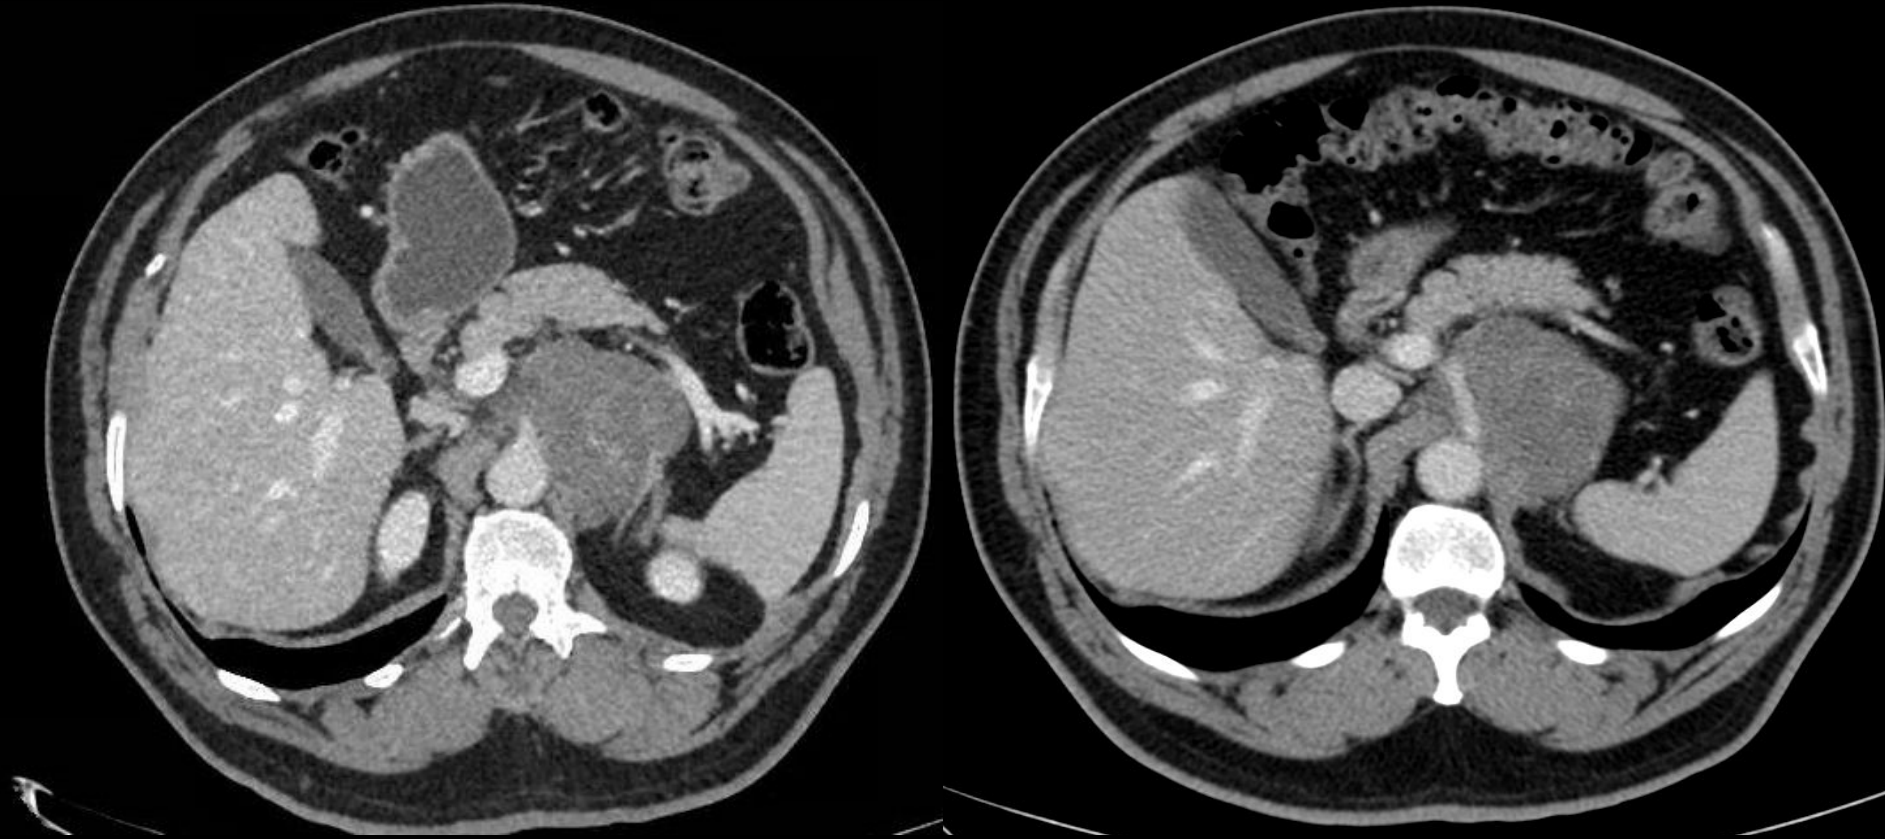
Imágenes axial y coronales de TC toracoabdominal. Neurofibromas confluentes alrededor del tronco celíaco (con extensión al hilio hepático), así como masa hipodensa infiltrativa mesentérica compatible con neurofibroma.
